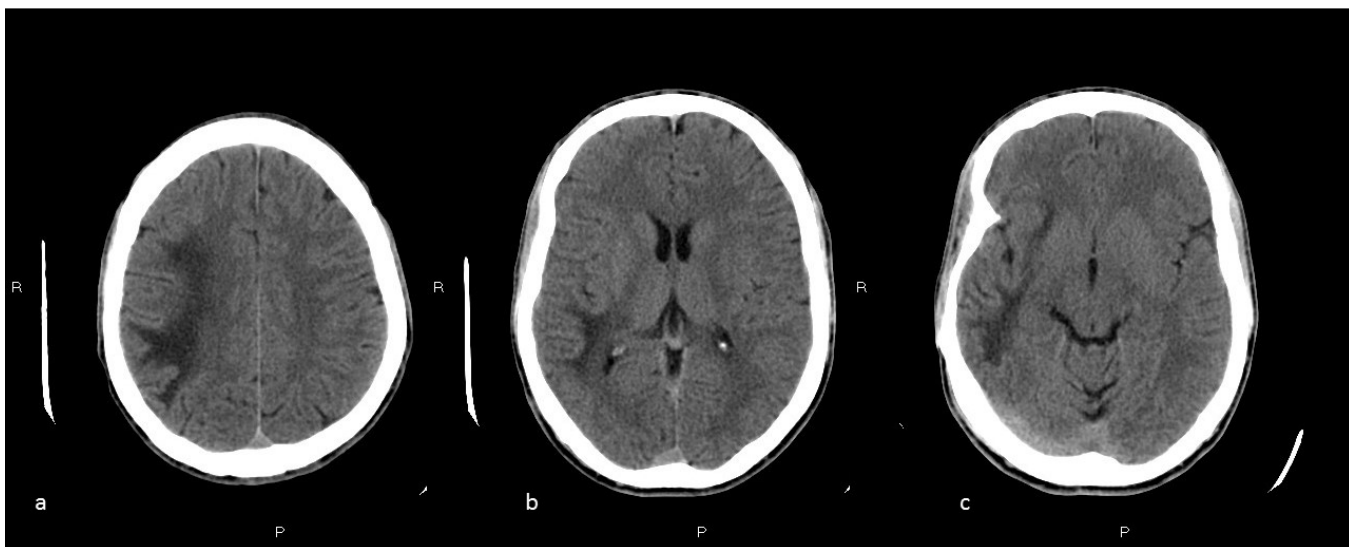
Leucoencefalopatía multifocal progresiva (LMP). Continuación figura 4. Cortes TC craneal
